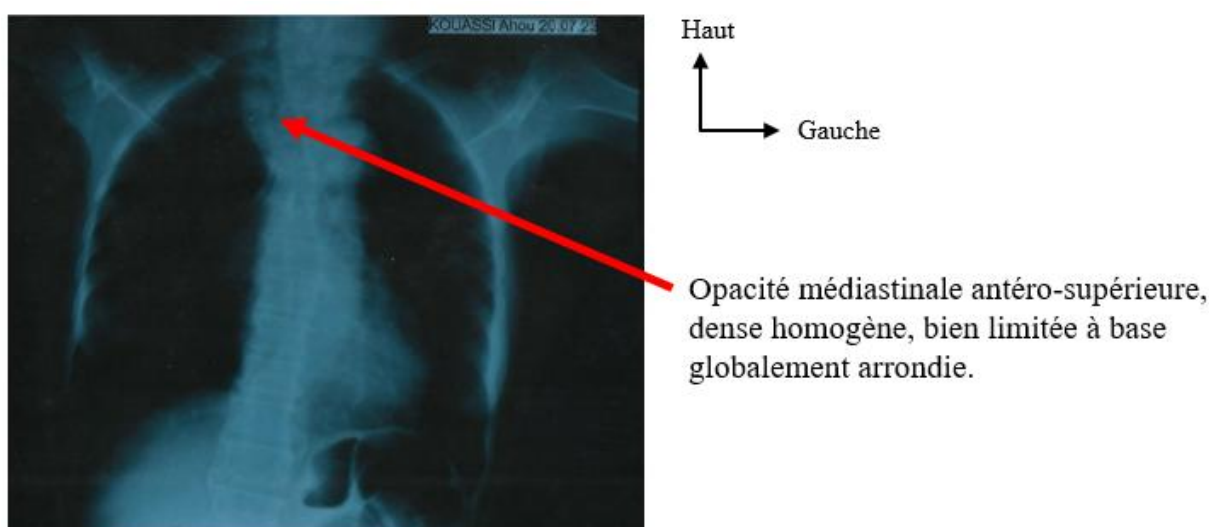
Radiographie pulmonaire de face montrant une opacité médiastinale antéro-supérieure faisant suspecter un goitre plongeant.
